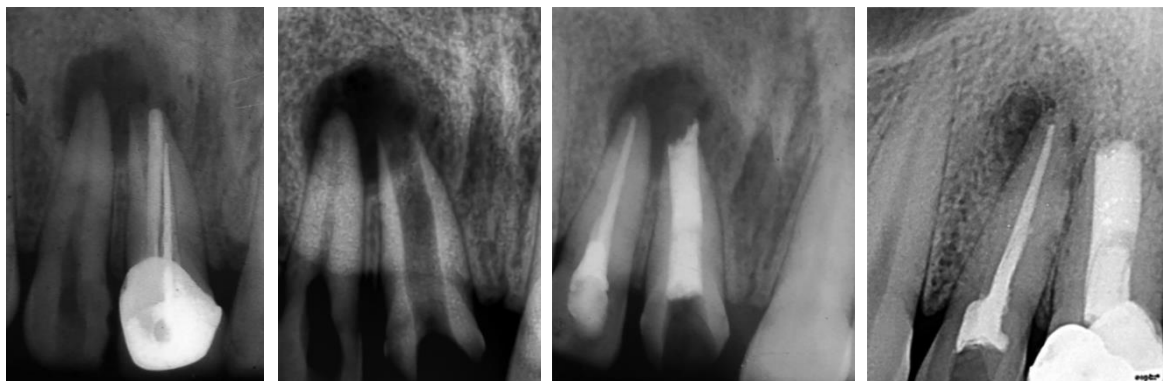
Mise en place d'un bouchon apical de Biodentine™ sur 11 et pulpectomie de 12. Dans l'ordre : radiographie pré-opératoire, radiographie après dépose de l'obturation de 11 et de la couronne, radiographie post-opératoire et radiographie de contrôle à 1 an (Sinha *et al.*, 2014).
